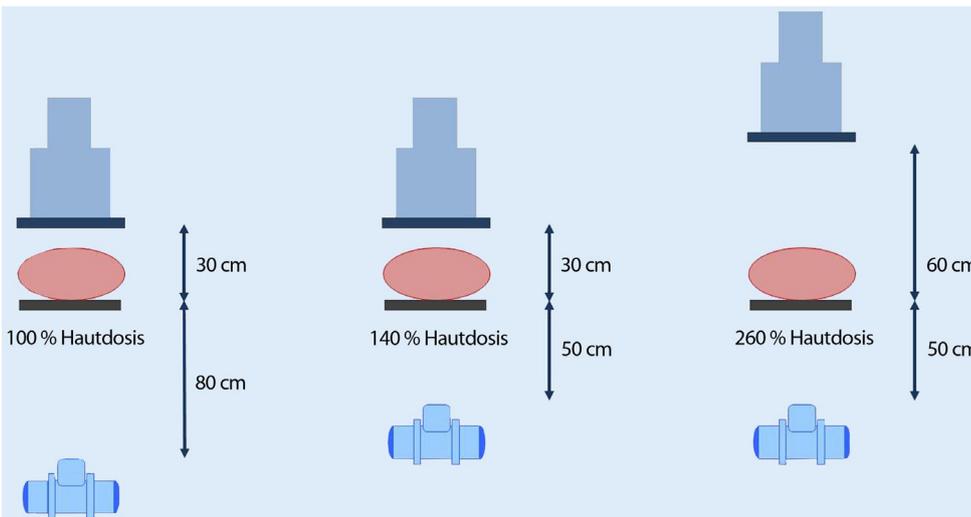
▲ Die Distanz zwischen Röntgenröhre und Oberfläche des Patienten bestimmt – bei vorgegebener Bild-dosis – die Strahlenexposition. Das Verhältnis von Austritts- und Eintrittsdosis am Körper wird größer und damit günstiger mit zunehmender Fokus-Oberflächen-Distanz
